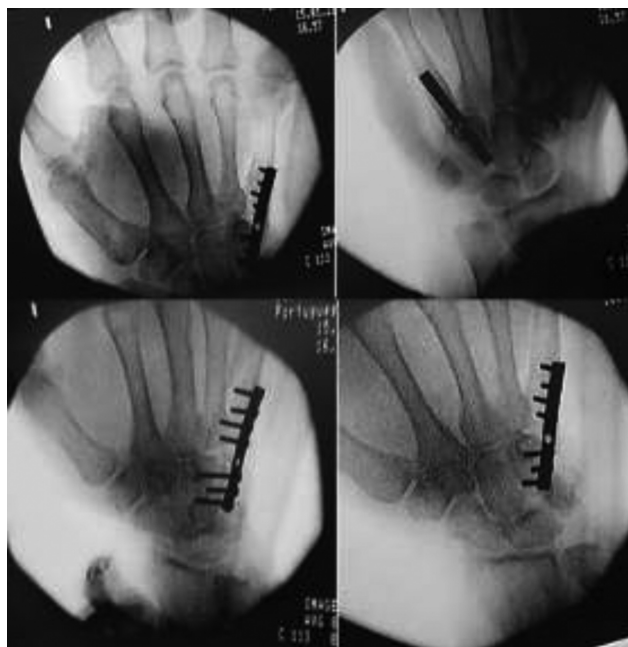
Caso 2: radiografias anteroposteriores, posteroanteriores e oblíquas no pós-operatório imediato de ressecção do tumor e reconstrução com enxerto osteoarticular livre de metatarso.
